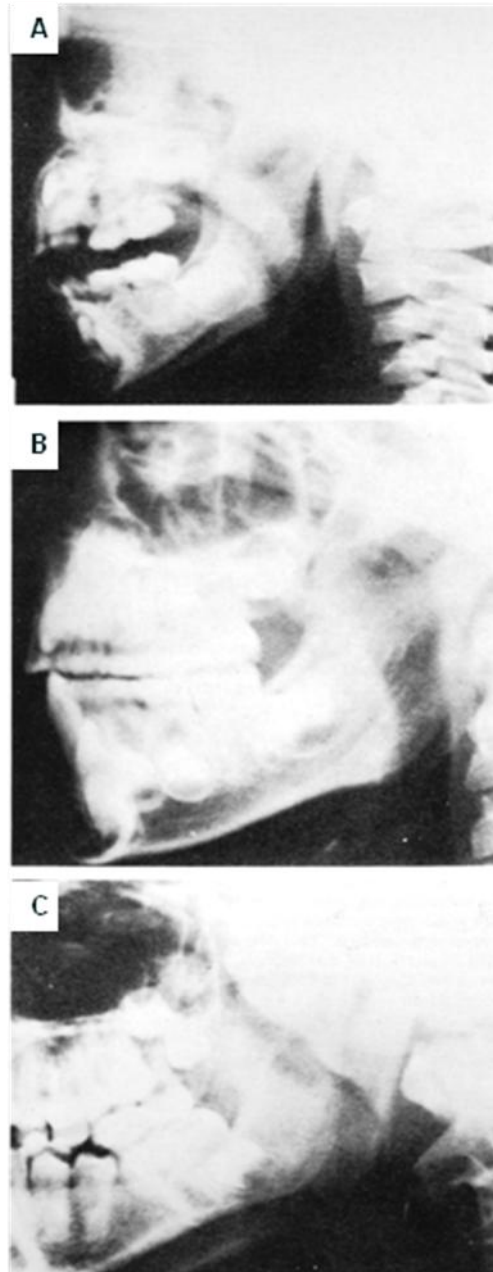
109. A y B, radiografías laterales de cuello para partes blandas de niños de 2 y 6 años de edad con agammaglobulinemia congénita, no se observa tejido adenoide. C. Niño normal, se observan adenoides de espesor y contorno normal.
